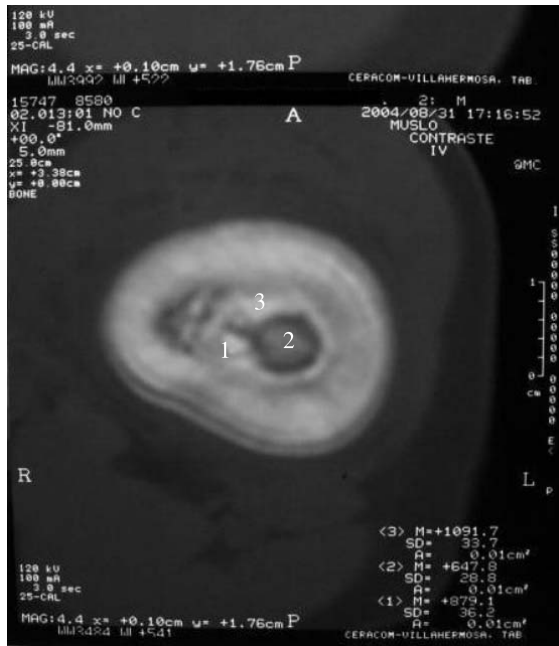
TAC. Engrosamiento de la cortical, calcificación medular con imagen radiolúcida en el centro.
